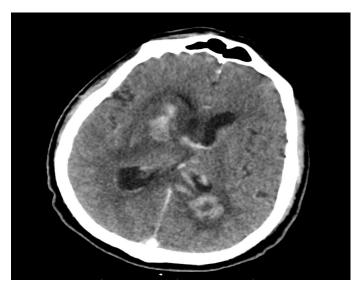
КТ головного мозга с внутривенным контрастированием от 03.11.2023. Заключение: КТ картина менингоэнцефалита обеих гемисфер головного мозга с формированием абсцессов отрицательная динамика от 20.10.2023
